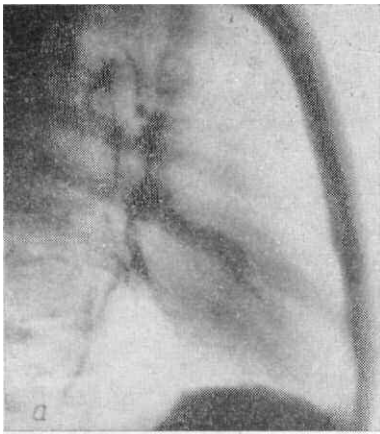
Рентгенограмма легких в правой боковой проекции. а — полное проекционное совпадение, б — частичное совпадение, в — раздельное изображение корней легких.
